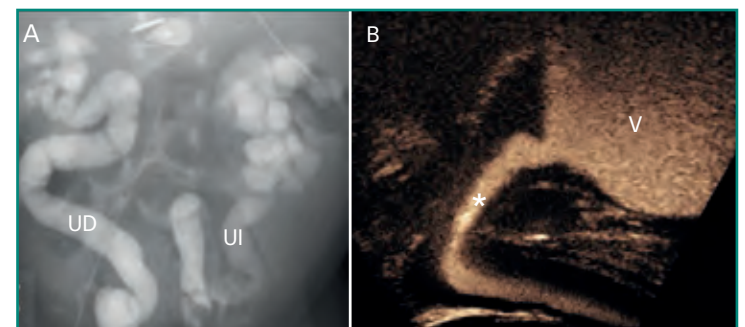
Reflujo vesicoureteral. Niña de tres años de edad con infecciones urinarias de repetición. A: estudio de CUMS mostrando opacificación anómala con marcada dilatación y tortuosidad del uréter derecho (UD) e izquierdo (UI), así como del sistema pielocalicial bilateral. Esto es compatible con reflujo de categoría 5 (el más grave); B: ejemplo de urosonografía miccional seriada en otro paciente. Proyección lateral de la uretra (asterisco) y vejiga (V). En esta imagen no se identifica reflujo vesicoureteral.
